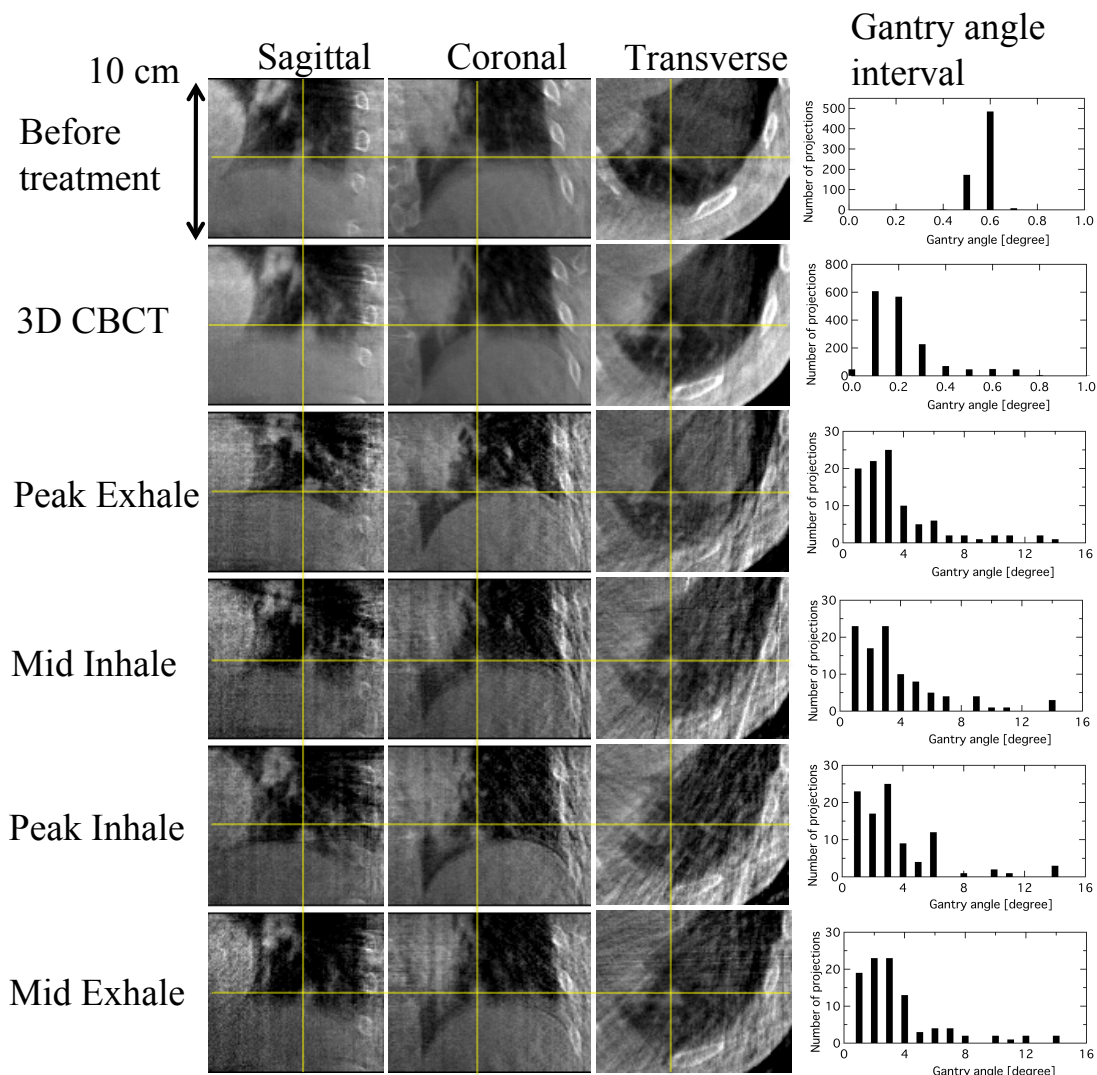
上から順に、治療直前の位置合わせ時に取得される位相分けを行わないkV CBCT、治療中の位相分けを行わないkV CBCT (3D kV-CBCT)、治療中4D kV-CBCTの最大呼気、呼気～吸気、最大吸気、吸気～呼気の4位相の再構成画像のaxial, sagittal, coronalの3つの断面を表している。右の挿入グラフは、それぞれのkV-CBCT再構成に用いられたkV 投影画像の投影角度間隔のヒストグラム。(a), (b), (c)は、それぞれPatient T1, T2, T3に対応する。黄色の交差線の交点は、kV-CBCT再構成画像の中心点を意味している。
